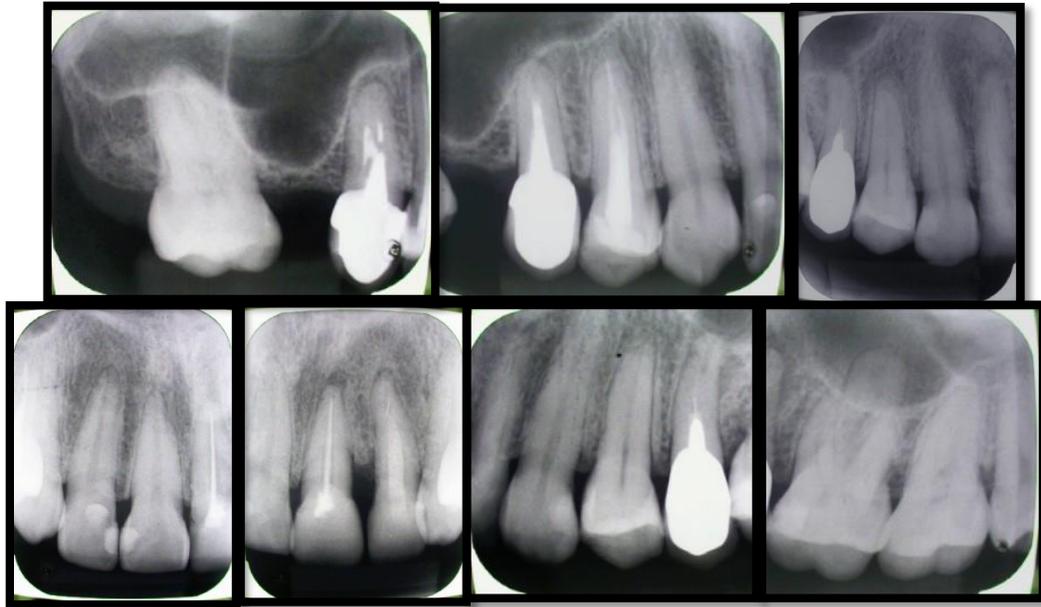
Serie Rx periapical: : A. Dientes 1.7 y 1.5; B. Diente 1.4; C. Diente 1.3; D. Dientes 1.2 y 1.1; E. Dientes 2.1 y 2.2; F. Dientes 2.3, 2.4 y 2.5; G. Diente 2.6 y 2.7.
